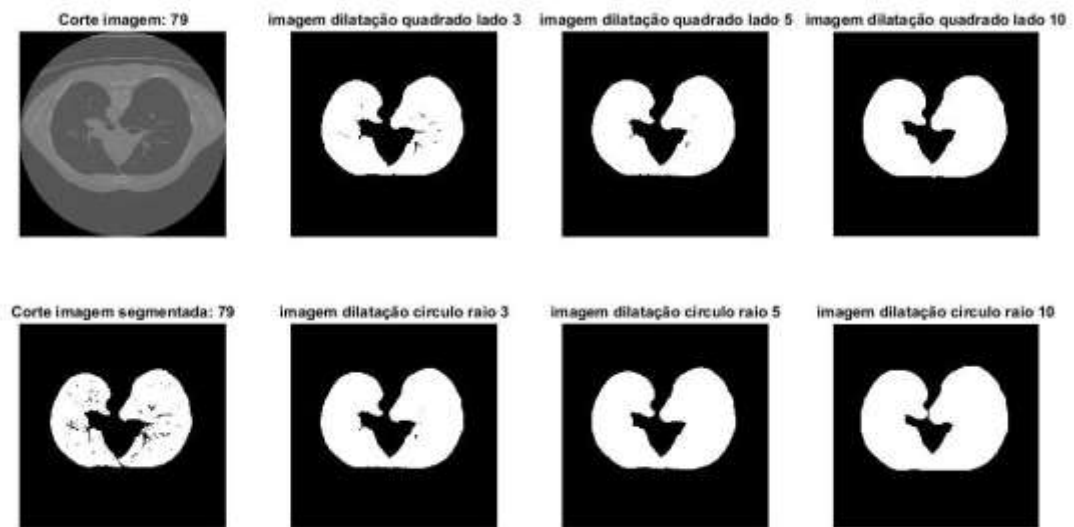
Exemplo de aplicação do operador dilatação a uma imagem de um corte do conjunto de dados de TC binária, com diferentes elementos estruturantes: círculo de raio R e quadrado de lado L , com $R=3, 5$ e 10 pixels e $L=3, 5$ e 10 pixels.
